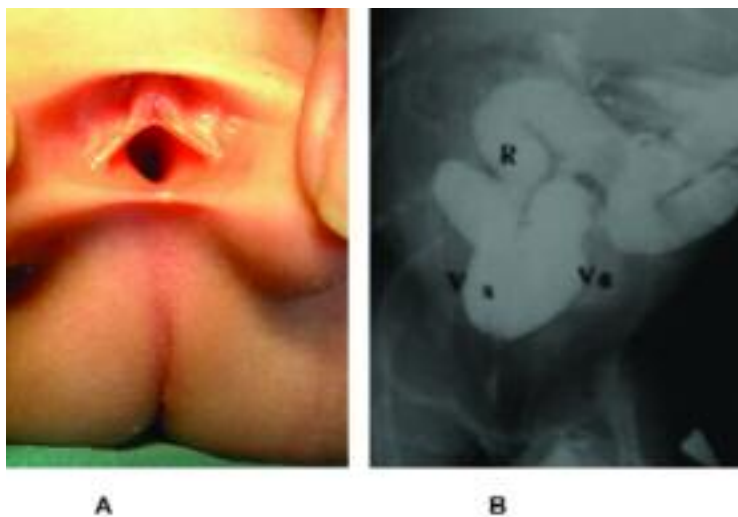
A) Mujer. Cloaca única común. Ano imperforado. B) Radiografía con contraste del colon distal por ostomía. Recto abdominal desembocando entre dos vaginas.
